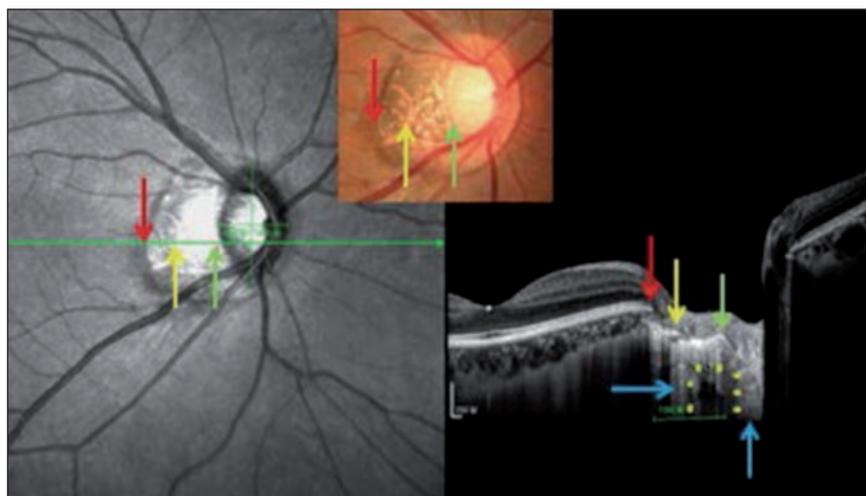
Analyse en tomographie par cohérence optique d'une papille dysversée et entourée d'une zone d'atrophie péripapillaire profonde – avec disparition de la membrane de Bruch – chez un myope fort [12].
